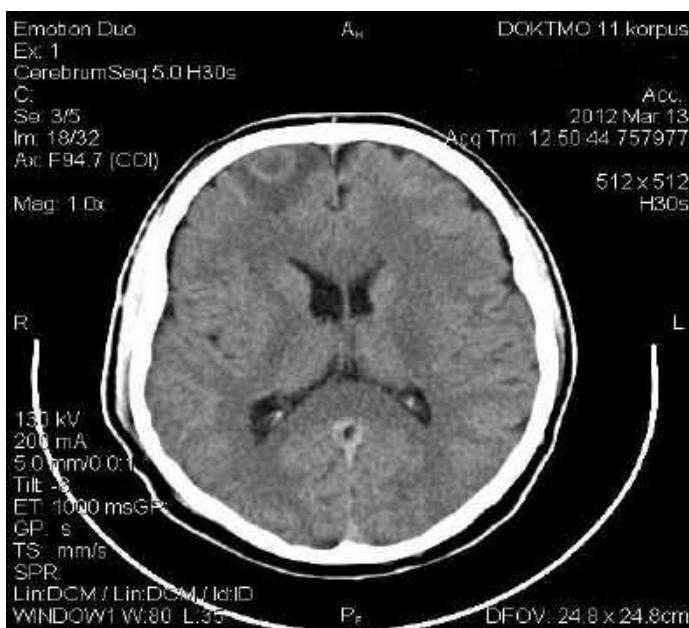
Спостереження №43. Хворий Ш-ов, 53 роки (історія хвороби №6644). СКТ головного мозку хворого, абсцес правої лобної частки.
